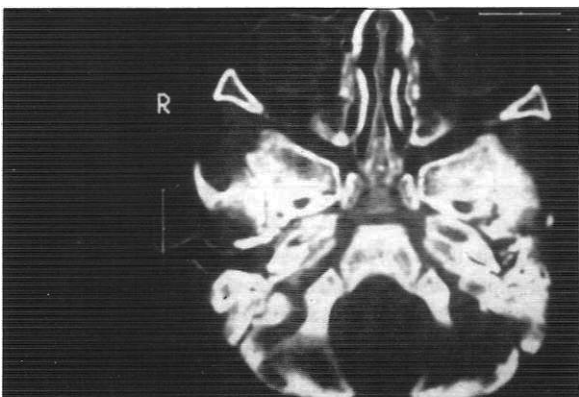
TAC comparativo de peñascos, se observa destrucción de tejidos blandos y compromiso importante del C.A.E., con pérdida de su anatomía normal y reemplazo por tejido denso a nivel del oído izquierdo. Compárese con el tejido normal del otro lado.
